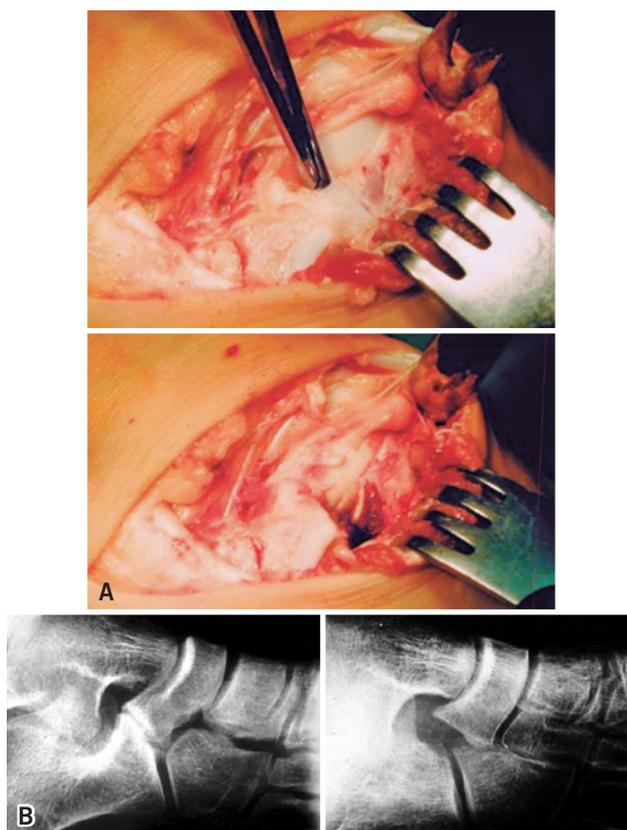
A) Imágenes intraoperatoria de barra astrágalo-escafoidea y su resección; B) Radiografías simples de coalición calcáneo-escafoidea pre y post operatorio
